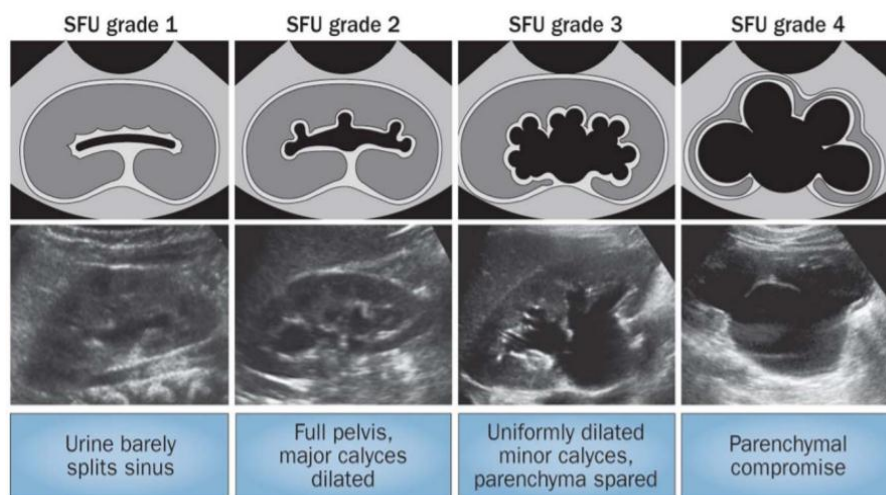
la classification de la " Society of Foetal Urology" de l'hydronéphros à l'échographie. [90]
